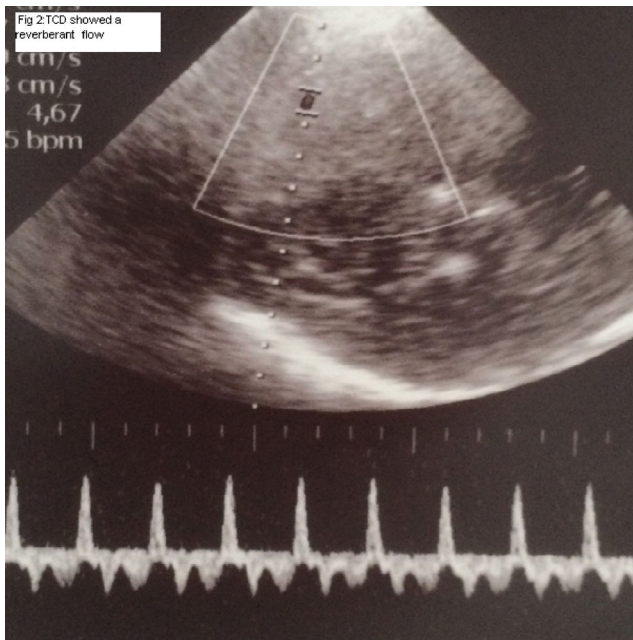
Doppler transcrânien
